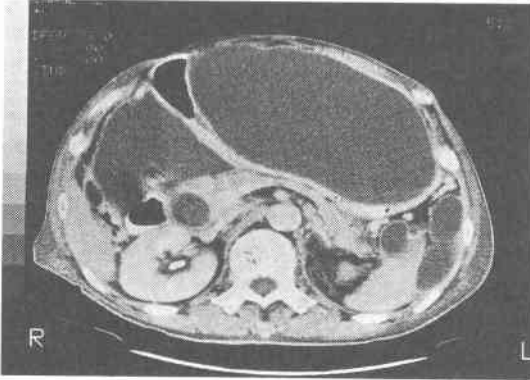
腹部CT・2回目(昭和62年1月6日)嚢胞状のmassは著明に増大。右側を肝左葉および鎌状間膜で、上方を横隔膜で、後方を胃と胃・脾靱帯および脾で、右方は十二指腸、結腸で囲まれている。内部に隔壁形成が認められる。総胆管内に結石像が認められる。
